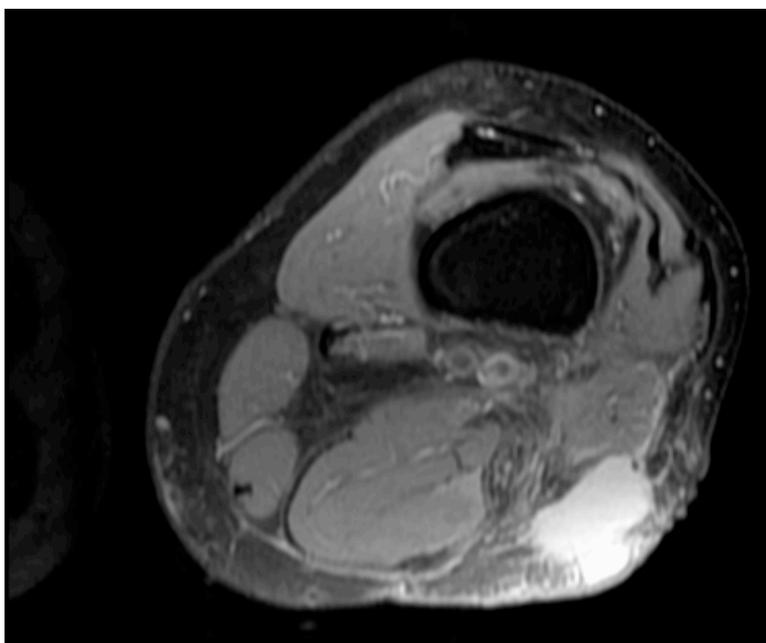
RMN piano assiale
